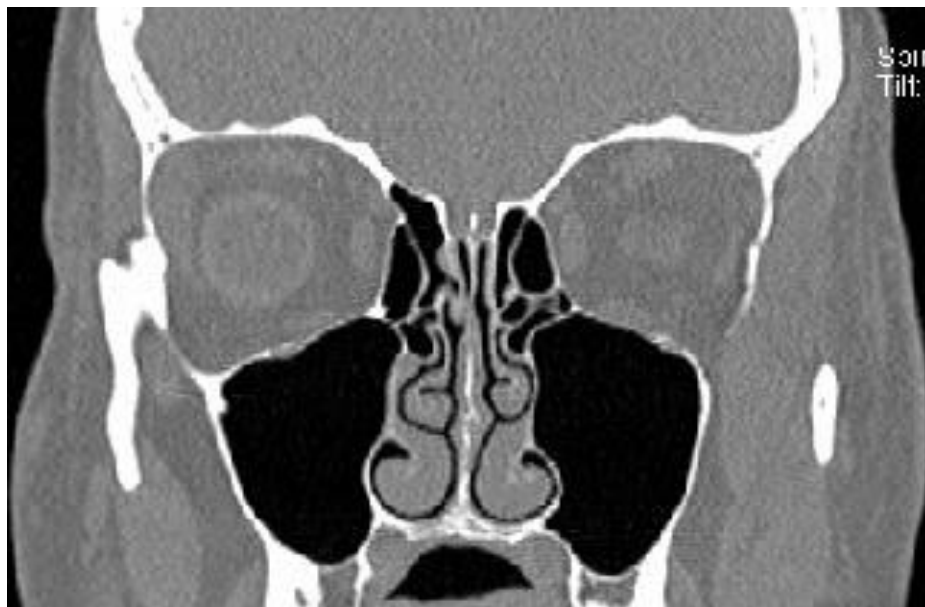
TAC representativa de Rinite Alérgica (Ear, Nose & Throat 2014)
